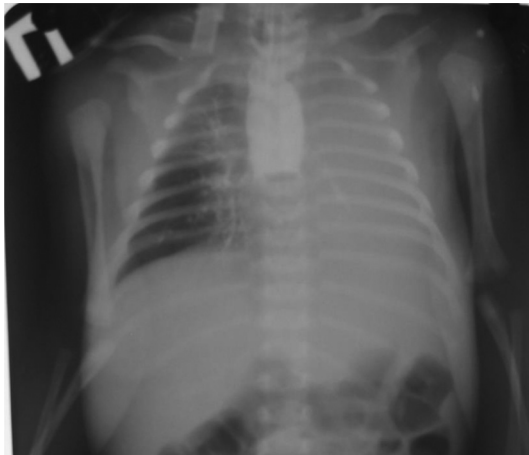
Оглядова рентгенограма органів грудної клітки та черевної порожнини з контрастованою трахеостравохідною норлицю методом тугого контрастування стравоходу.
